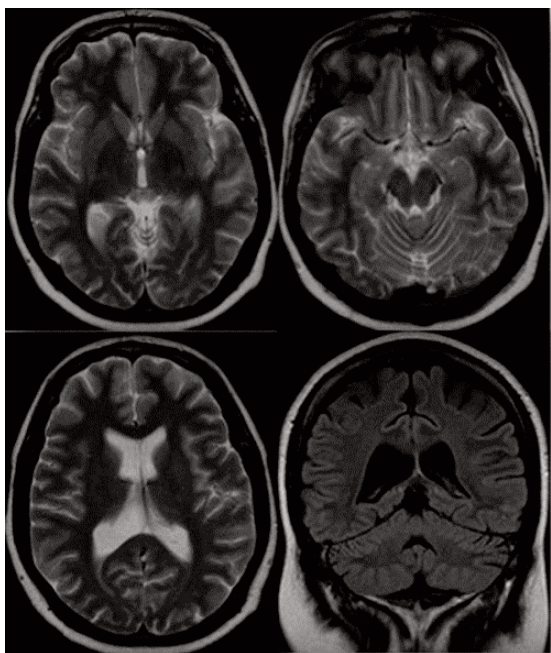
Магнитно-резонансная томография головного.
